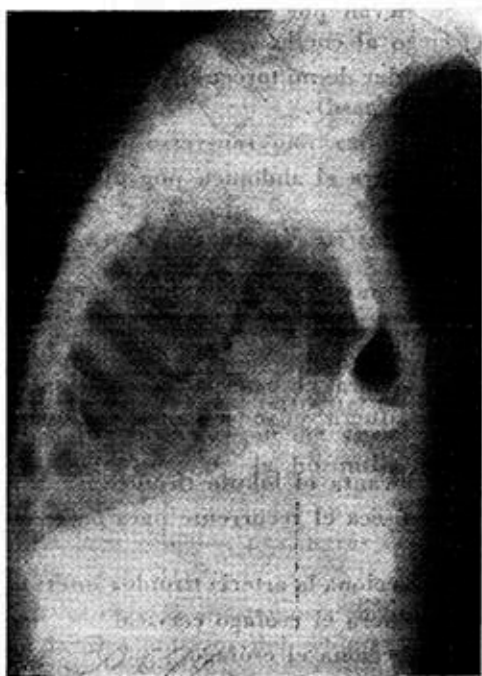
Caso 1. Radiografía lateral en el postoperatorio; observe la situación del colon retroesternal.
